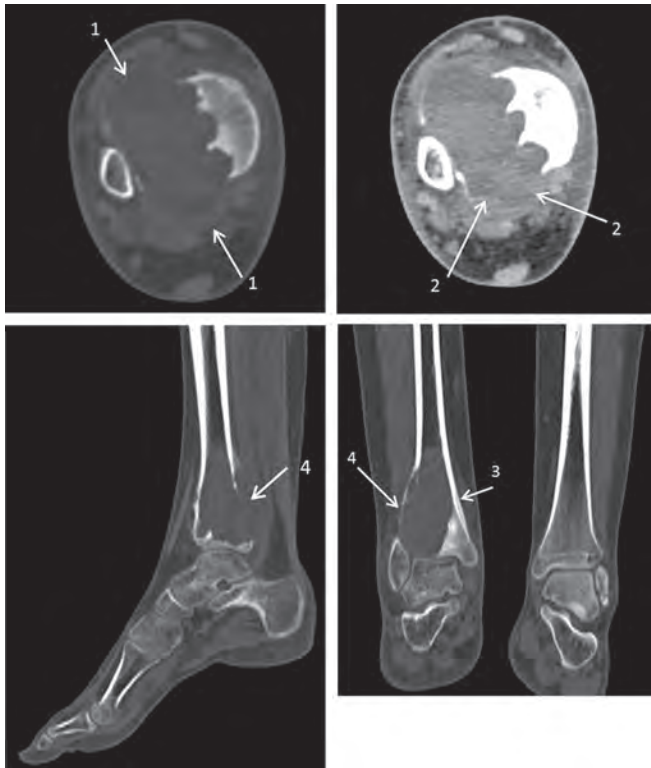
КТ правой нижней конечности – диагноз АКК. Фото из архива детского отделения рентгенодиагностики консультативно-диагностического центра ФГБУ «НМИЦ онкологии им. Н.Н. Блохина» Минздрава России
